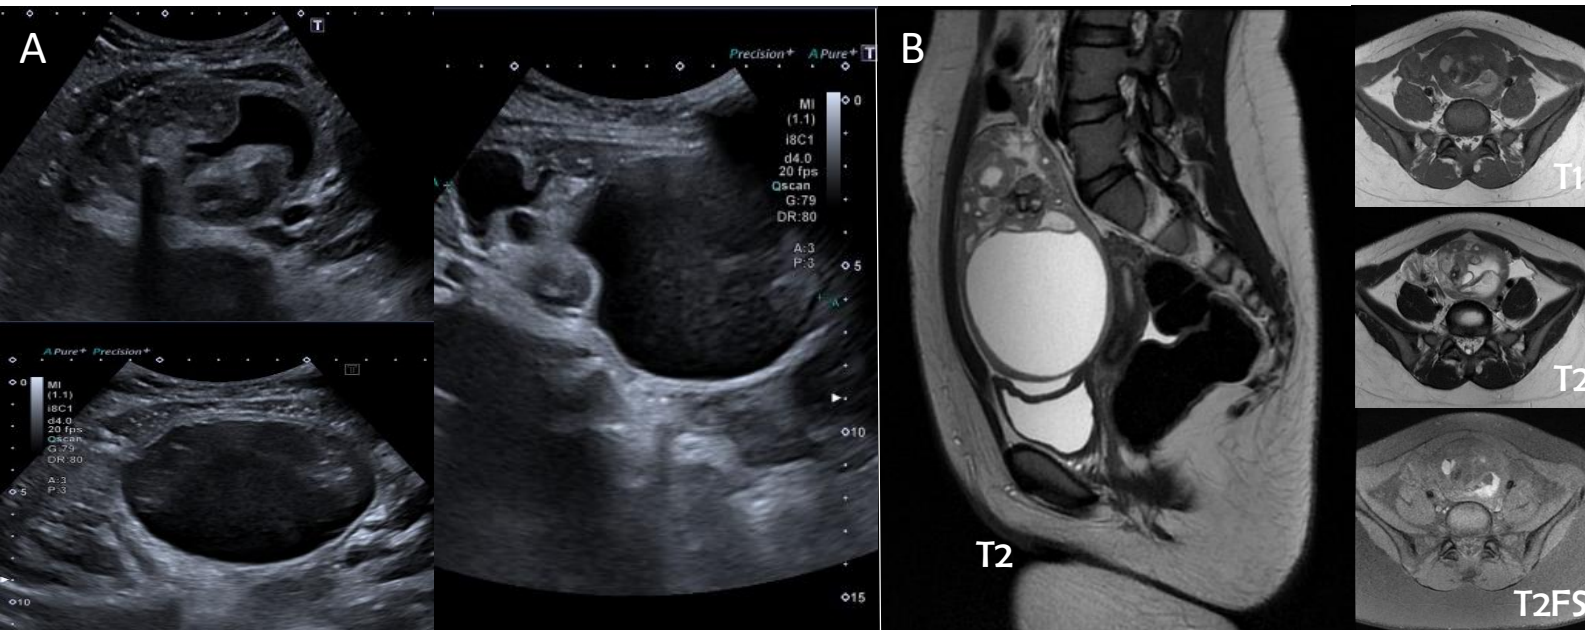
Ecografía (10A) de masa pélvica de predominio quístico, de pared gruesa y con componente sólido heterogéneo con posibles calcificaciones en su porción superior. RMN (secuencias sagT2; axial T1, T2 y T2FS) (10B) con masa pélvica supravesical que desplaza estructuras adyacentes sin infiltrarlas. Es quística, con una cápsula periférica gruesa lisa y con componente sólido muy heterogéneo que incluye grasa, así como hemorragia y calcio
